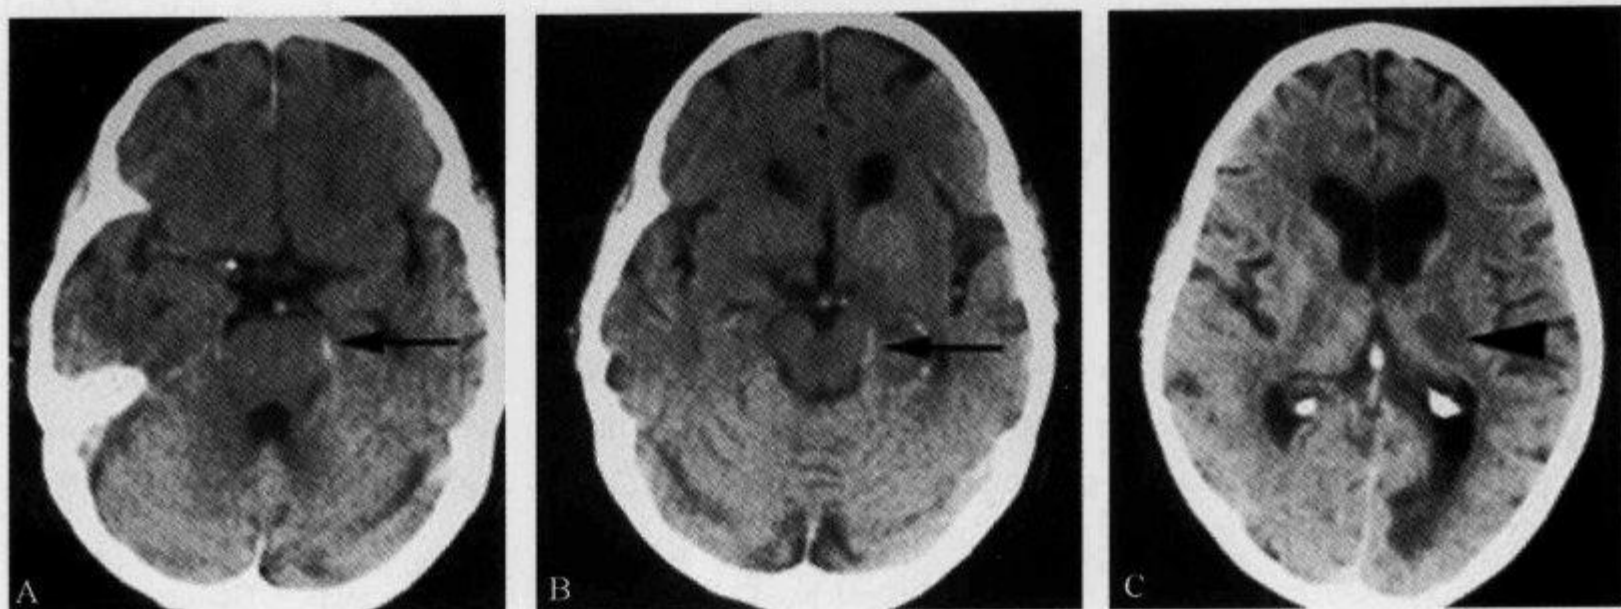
CT 平扫示“大脑后动脉高密度征”
